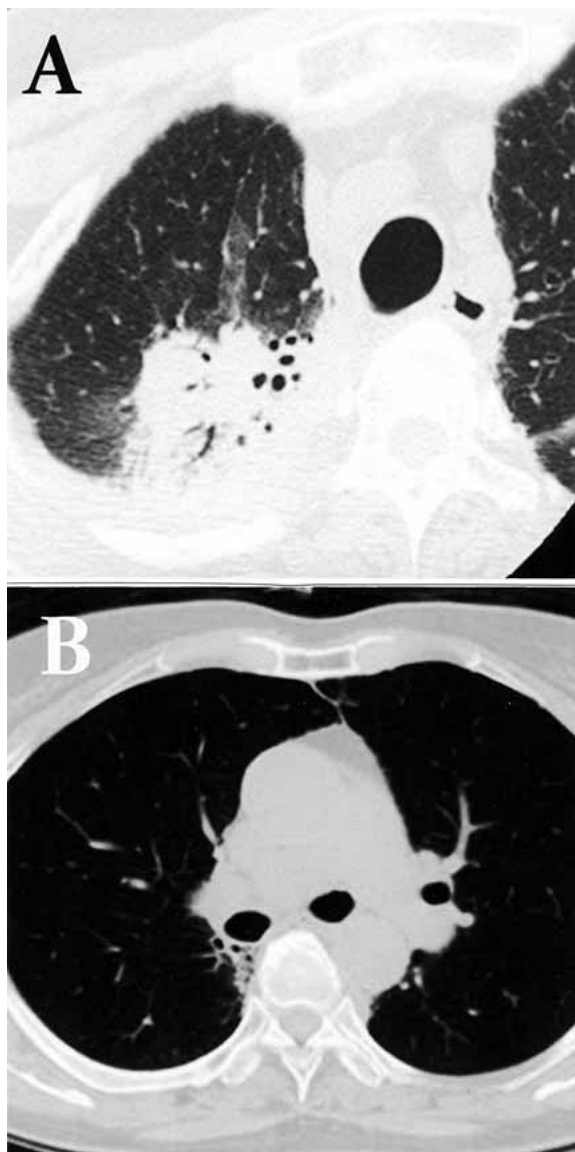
Chest computed tomography scans show a nodule in the apex (A) and hilum (B) of the right lung.
